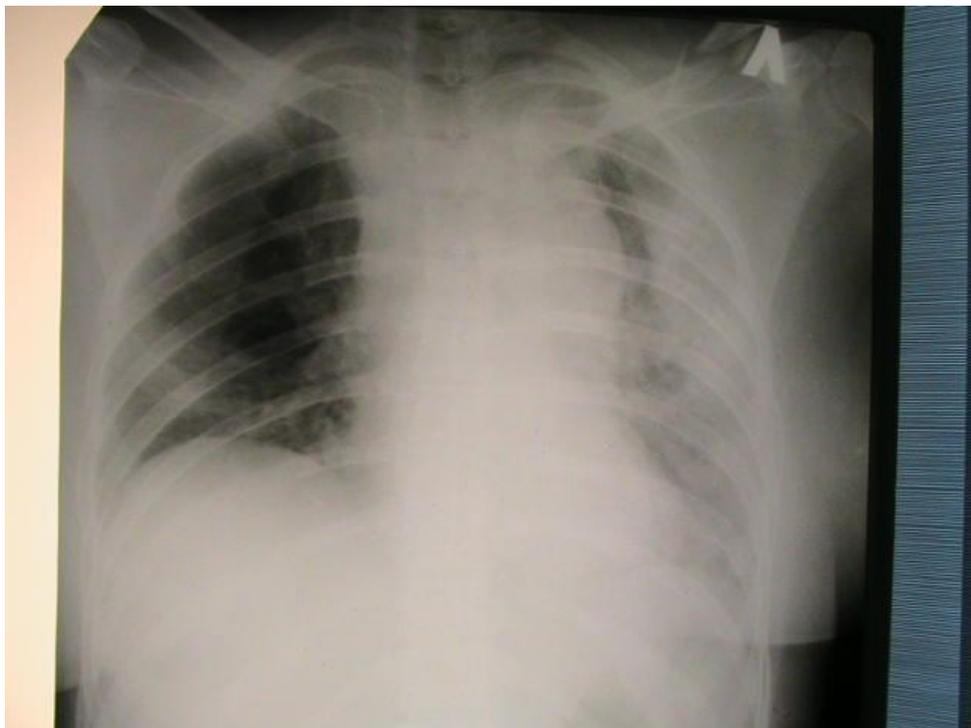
Больная Е. 49 л. Рентгенограмма грудной клетки при поступлении (лежа). Левосторонний гемопневмоторакс. ИБ № 31862
